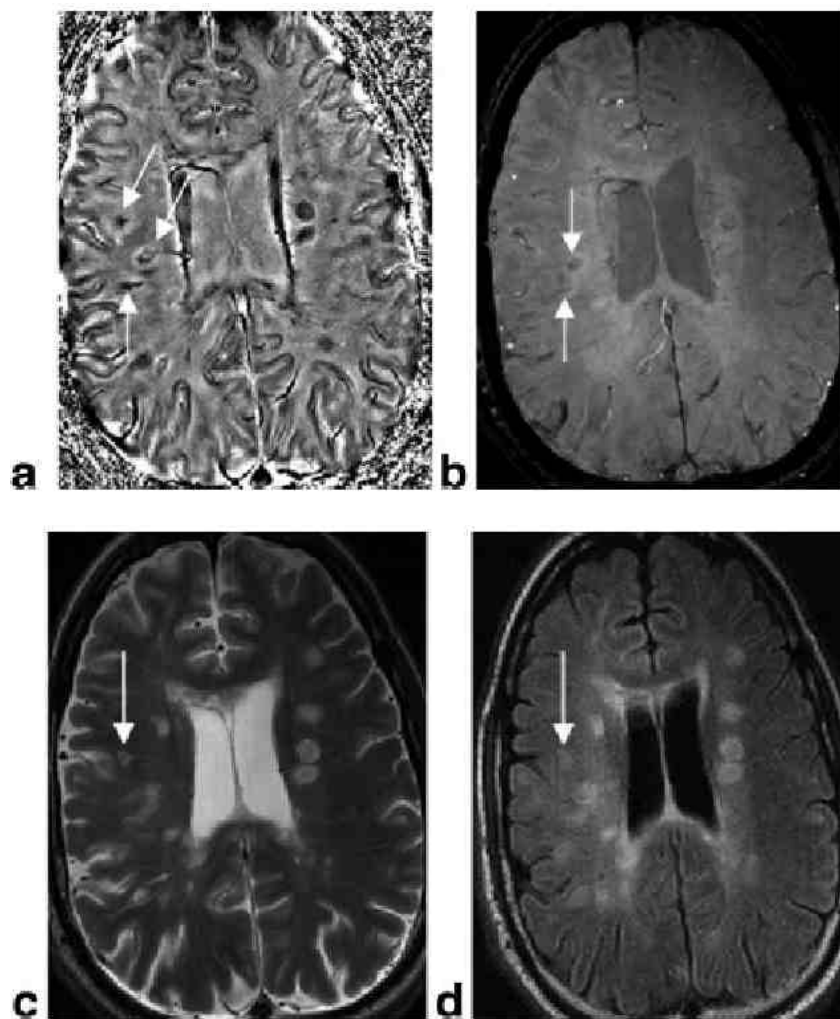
Läsionen mit hohem Eisengehalt, wie im Phasenbild (a) zu sehen, sind in Kontrasten wie der Magnitude (b), der T<sub>2</sub>-Wichtung (c) oder der FLAIR (d) weniger, bzw. gar nicht sichtbar [Haacke et al., 2009a].
